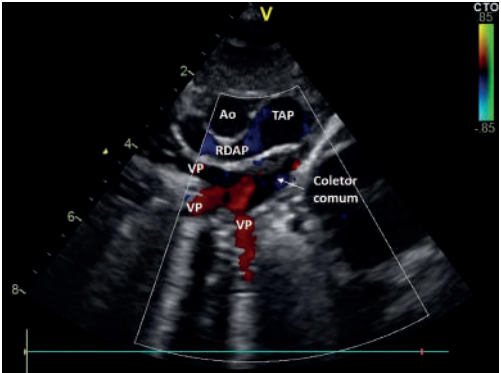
• Imagem ecocardiográfica, ecografia Doppler a cores de um retorno venoso anômalo total, sendo visível o coletor venoso comum.
